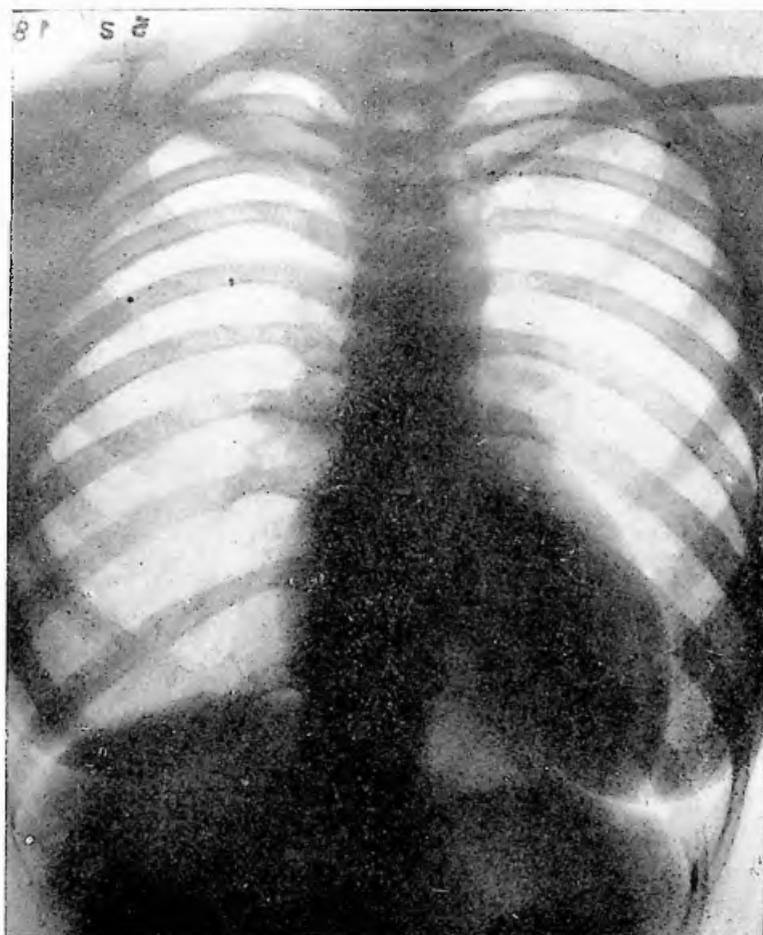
Obs. XXIII: Tele-radiografia do tórax.
